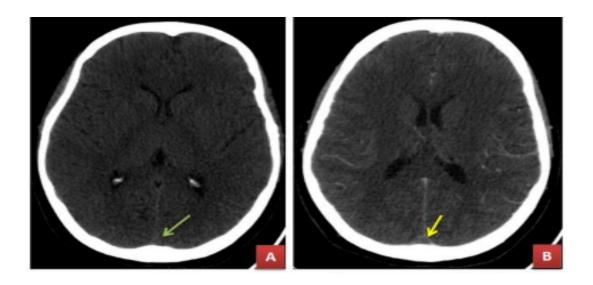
TDM cérébrale injectée objectivant une thrombose du SLS (flèche verte) avec signe du delta (flèche jaune ) service de radiologie CHU HASSAN II
